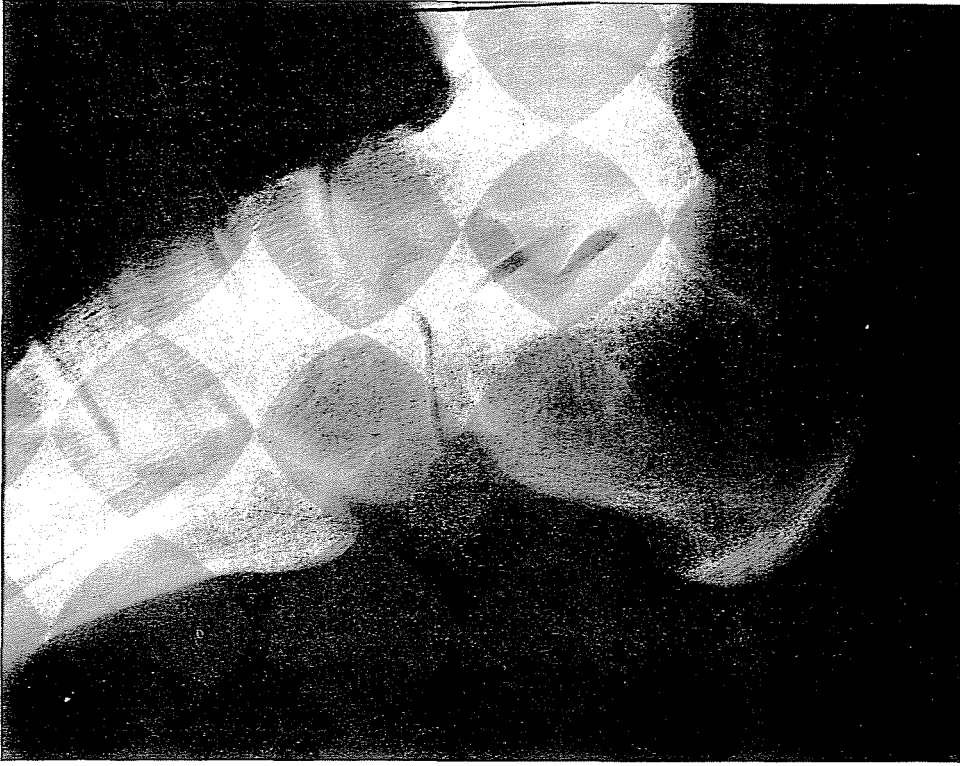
Изготовленный от того же лица рентгеновский снимок пяточной кости. Непосредственно увеличенный снимок, контактная копия
